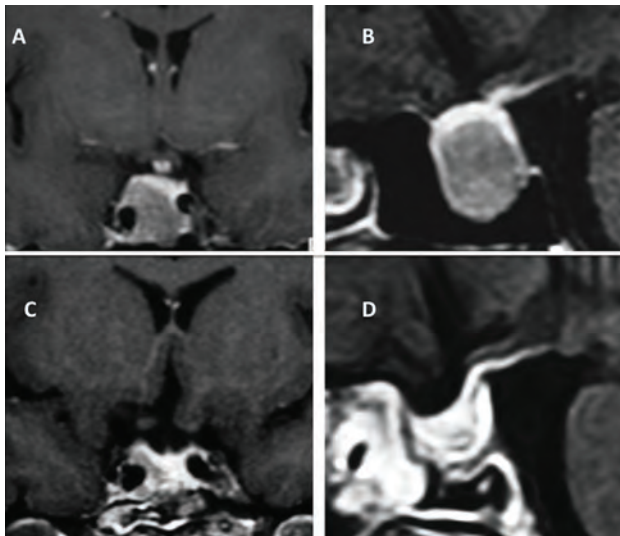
RMN de cerebro con contraste secuencia T1 corte coronal (A) y sagital (B) en donde se observa un macroadenoma hipofisario con invasión del seno cavernoso derecho. RMN de cerebro secuencia T1 corte coronal (C) y sagital (D) obtenida luego de 3 meses de la remoción transnasal del tumor; se observa un remanente tumoral a nivel del seno cavernoso izquierdo.
